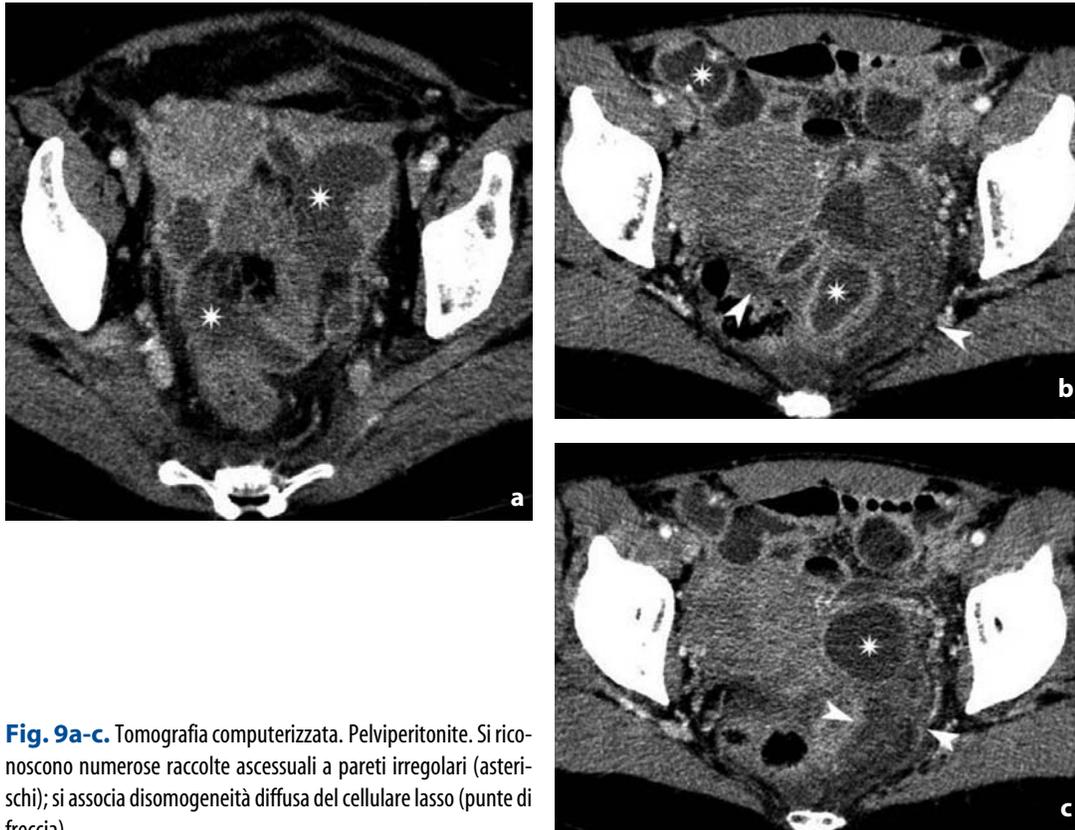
Tomografia computerizzata. Pelvipertonite. Si riconoscono numerose raccolte ascessuali a pareti irregolari (asterischi); si associa disomogeneità diffusa del cellulare lasso (punte di freccia)
